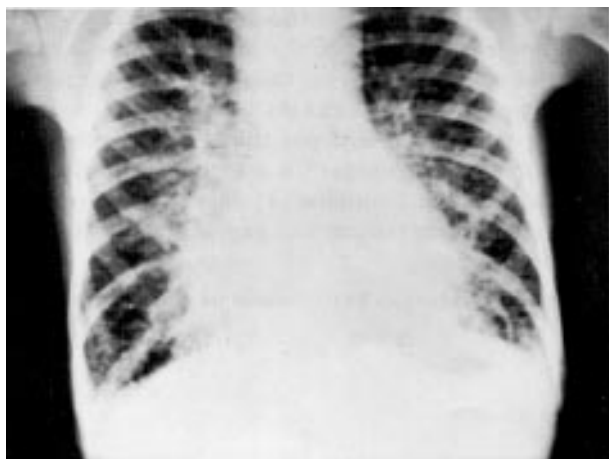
Radiografia antero-posterior do tórax—Aumento da área cardíaca e da vasculatura pulmonar bilateral com linhas A e B de Kerley.
